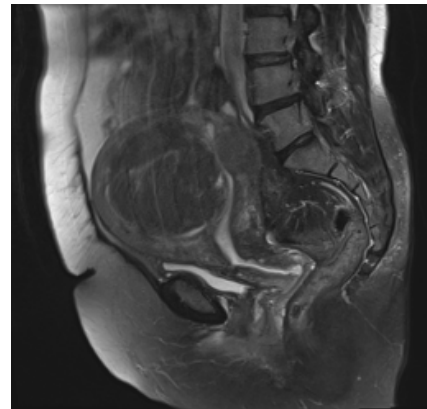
初診時の MRI 所見 (T2 強調画像)
